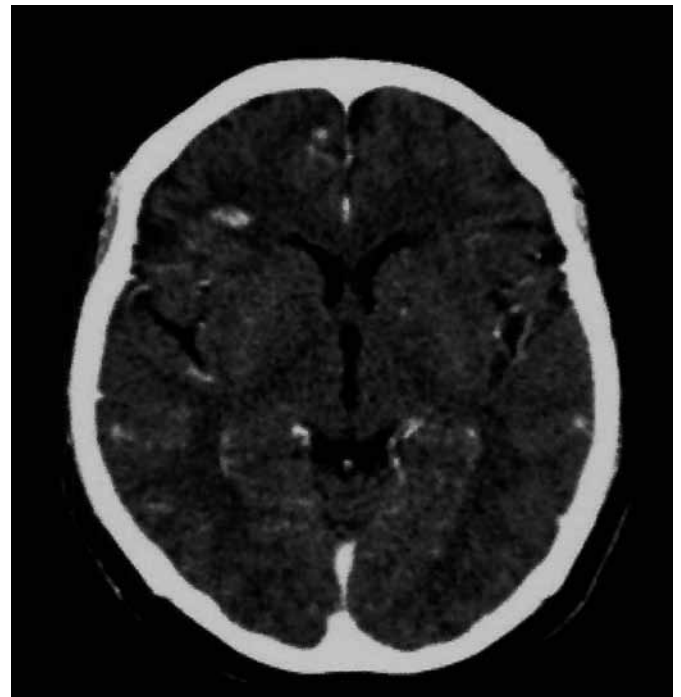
Toxoplasmosis: tomografía de encéfalo en fase contrastada IV a nivel de los ventrículos laterales; muestra lesiones hiperdensas con edema periférico de características hemorrágicas.
